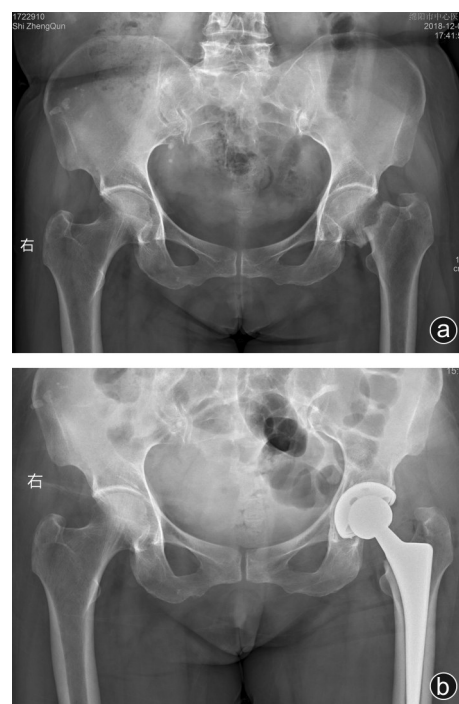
PLA组典型病例, 65岁, 女, 股骨颈骨折 a: 术前X线检查提示左侧股骨颈骨折; b: 左侧THA术后X线检查
